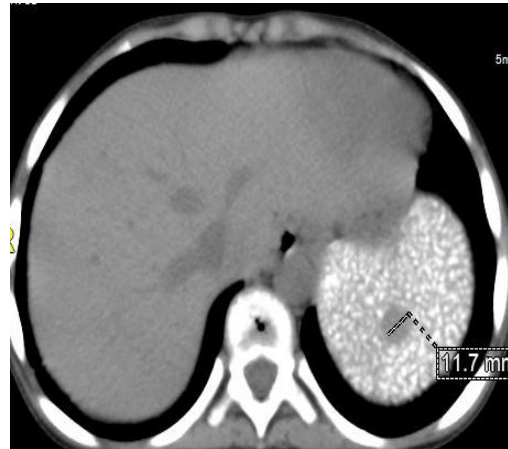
coupe axiale TDM de l'abdomen, sans injection de produit de contraste, à hauteur de la rate. on note l'hyperdensité spontanée de la rate et la présence d'un nodule hypodense en plein parenchyme splénique.
